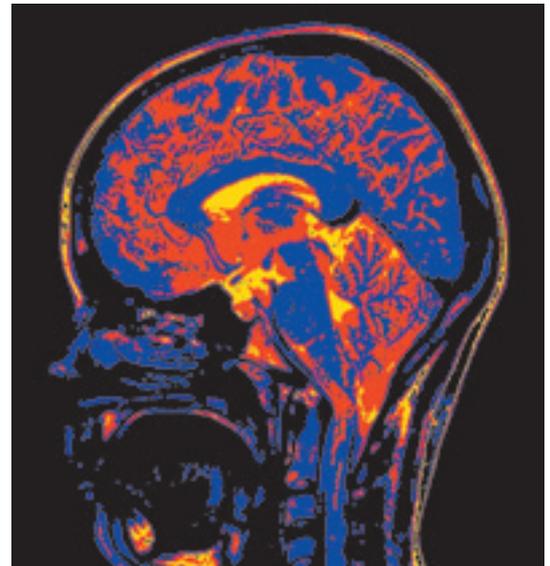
Magnetresonanztomographische T2-gewichtete Schnittbildaufnahme durch ein menschliches Gehirn. In Ausrichtung parallel zur Nasen-Hinterhaupts-Achse wird durch die Farbkodierung weiße Substanz rot, graue Substanz blau und Nervenwasser (Liquor) gelb dargestellt.
